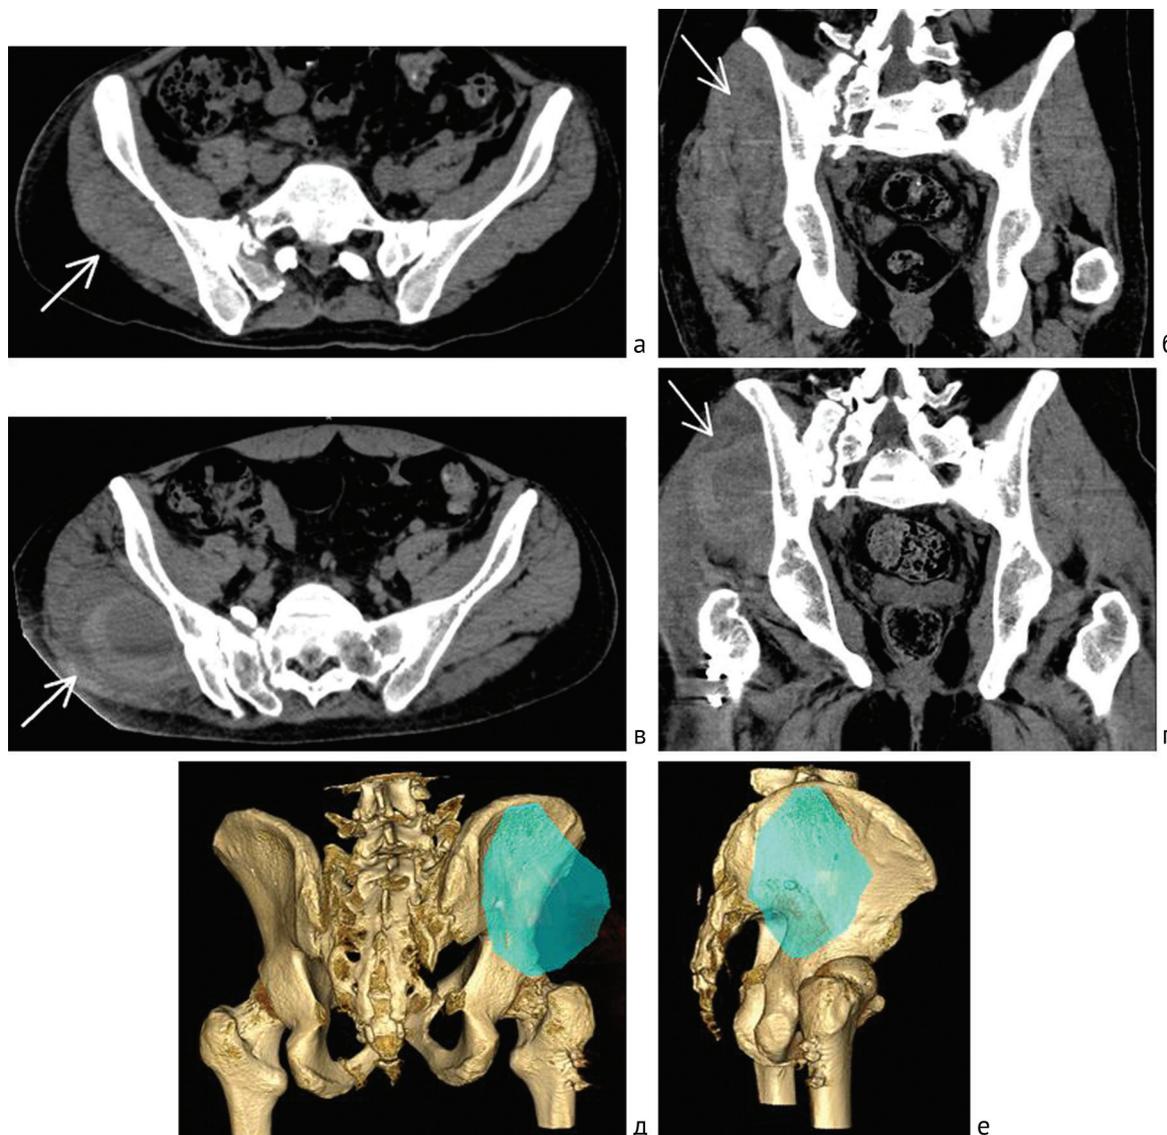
Эволюция псевдоаневризмы правой верхней ягодичной артерии у пациента Б. по данным МСКТ таза (псевдоаневризма указана стрелкой): а – MPR-реконструкция (горизонтальная плоскость), выполненная на 4-е сутки после операции, в правой ягодичной области определяется округлое образование; б – MPR-реконструкция (коронарная плоскость), выполненная на 4-е сутки после операции; в – MPR-реконструкция (горизонтальная плоскость), выполненная на 32-е сутки после операции, демонстрирует разделение образования на ядро и многослойную капсулу; г – MPR-реконструкция (коронарная плоскость), выполненная на 32-е сутки после операции; д – 3D-реконструкция объёмного образования в правой ягодичной области (закрашено голубым цветом) на 32-е сутки после операции, вид сзади; е – 3D-реконструкция объёмного образования в правой ягодичной области на 32-е сутки после операции, вид сбоку
